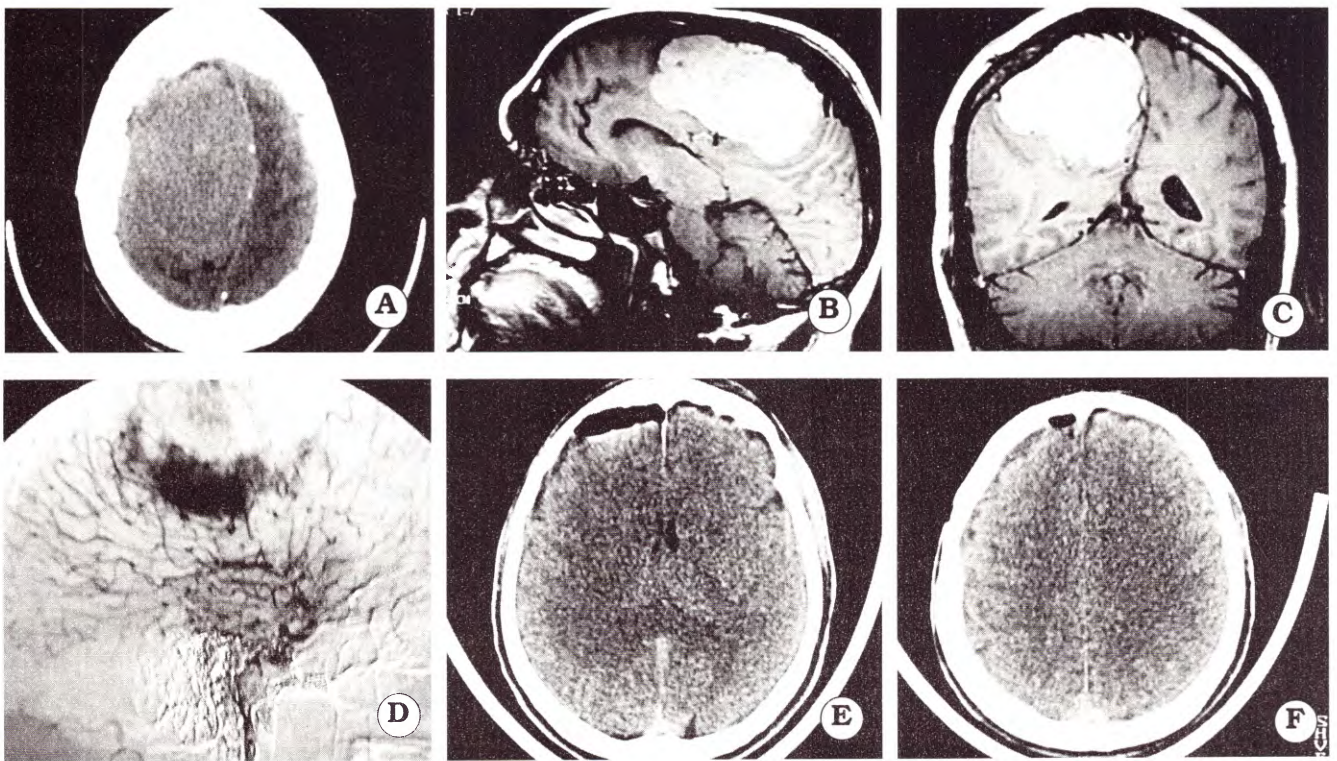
A. TAC cerebral con contraste extenso meningioma parasagital de 10,5 cm de diámetro mayor. B. IRM con gadolinio en corte parasagital. C. Corte coronal. D. Angiografía con blush en la parte inferior. E y F. TAC postoperatoria: exéresis total Simpson 2.
